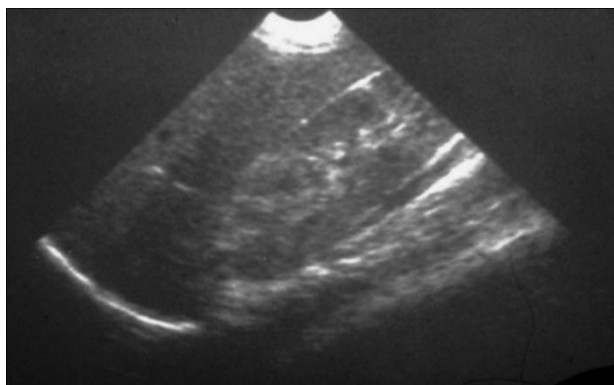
échographie rénale d'une PNA : mise en évidence d'une zone triangulaire hyperéchogène
